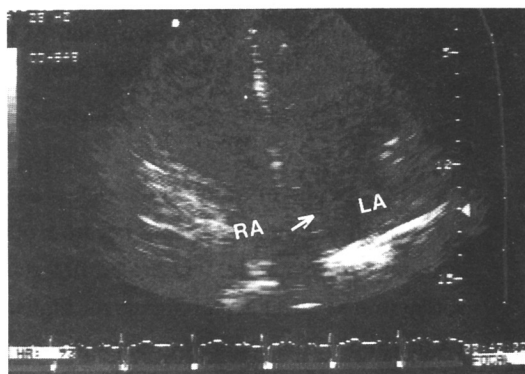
Echocardiographic appearance of aneurysm (arrow) of atrial septum in apical 4 chamber view.
